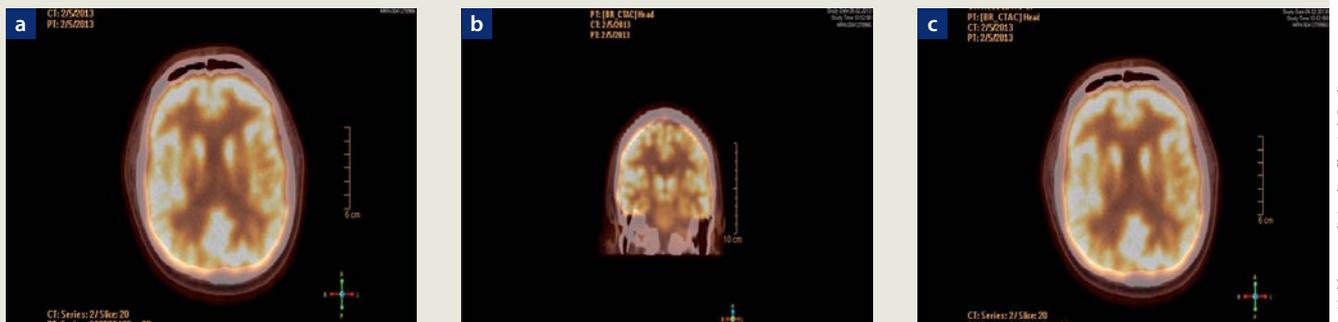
PET-CT Hirn (2/2013) (Mit freundlicher Genehmigung der Nuklearmedizin der Charité)
